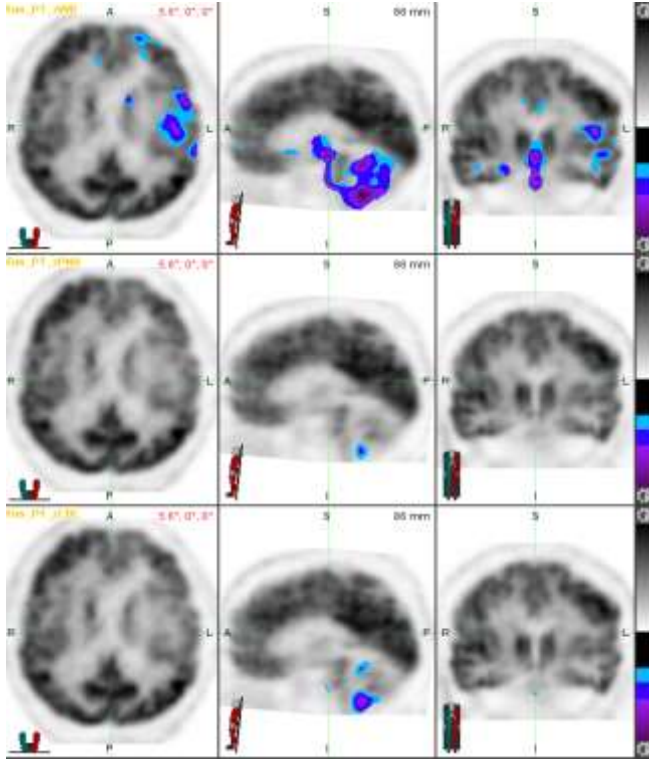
Olgu1' e ait tTMU öncesi PET görüntüsü
